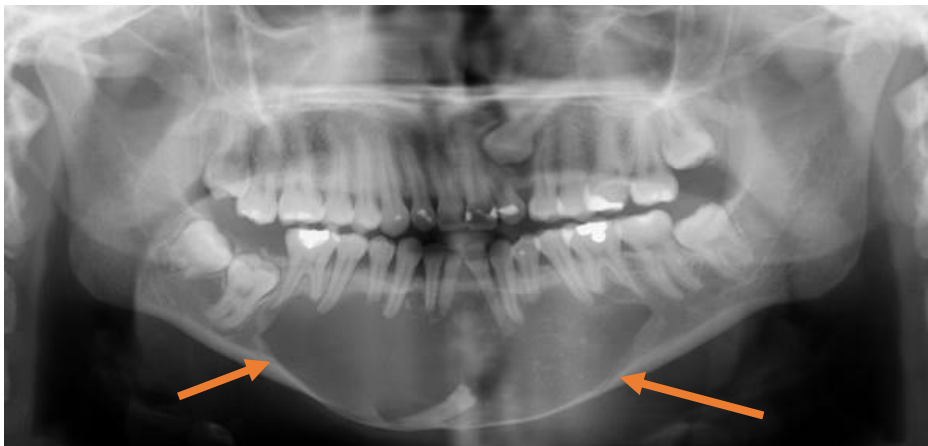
Radiografía panorámica donde se observa una lesión extensa, mixta, con límites definidos parcialmente corticalizados que se extiende desde los ápices del O.D. 36 hasta el O.D. 46 con adelgazamiento del del borde basal mandibular, retención del O.D. 31, reabsorción y divergencia radicular de los
